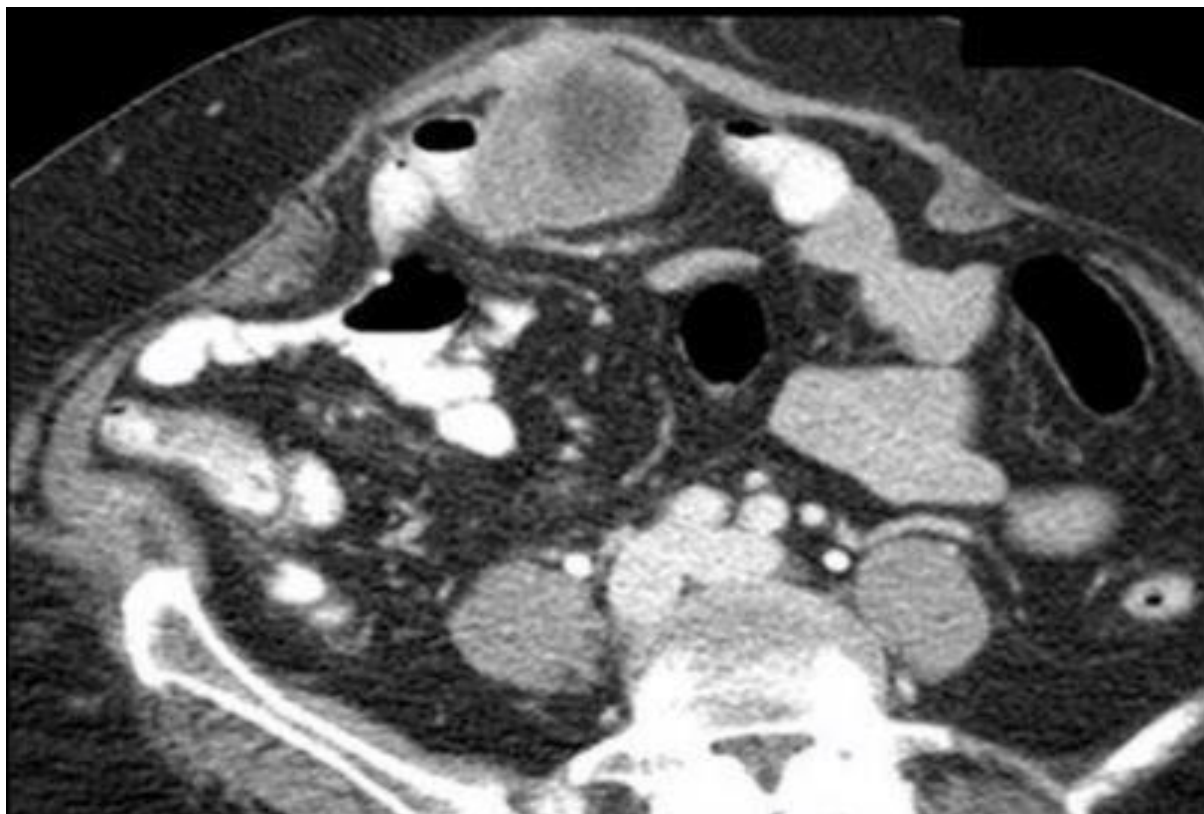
TDM d'une tumeur stromale iléale à croissance exophytique, avec centre nécrotique et tissu périphérique dense, comprimant les anses intestinales adjacentes. La paroi abdominale antérieure est infiltrée [76].
